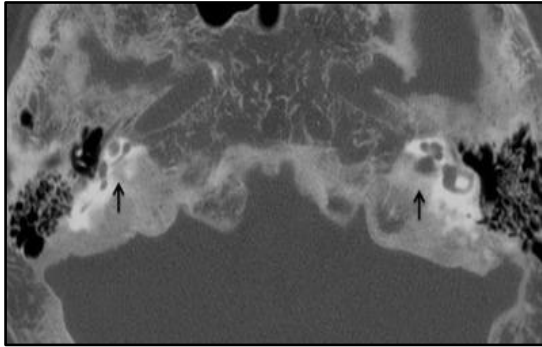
TAC axial de base del crani en un pacient adult amb una malaltia de Paget. L'aparença hipodensa de les càpsules òtiques bilaterals (fletxes) pot imitar otosclerosi; però, la participació de la base del crani difusa indica la veritable patologia.
